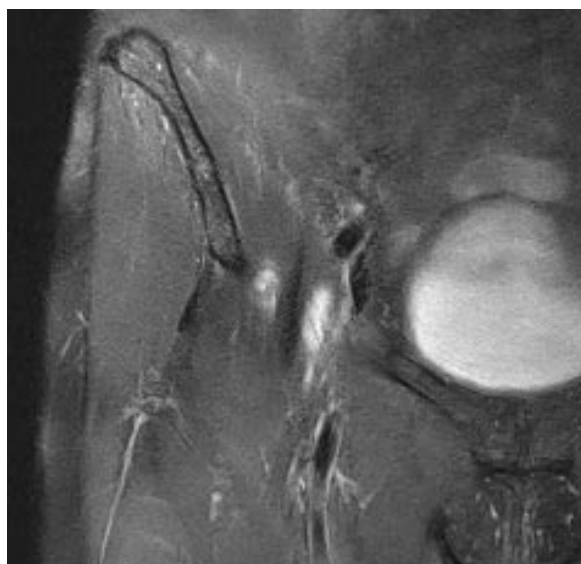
Dilatation de la bourse de l'iliopsoas en IRM T2FS.
